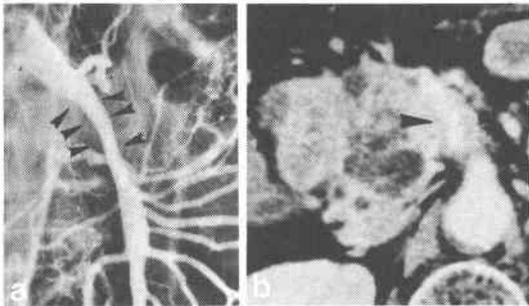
Superior mesenteric arterial involvement (stenosis, arrow). a : arteriography, b : CT scan
